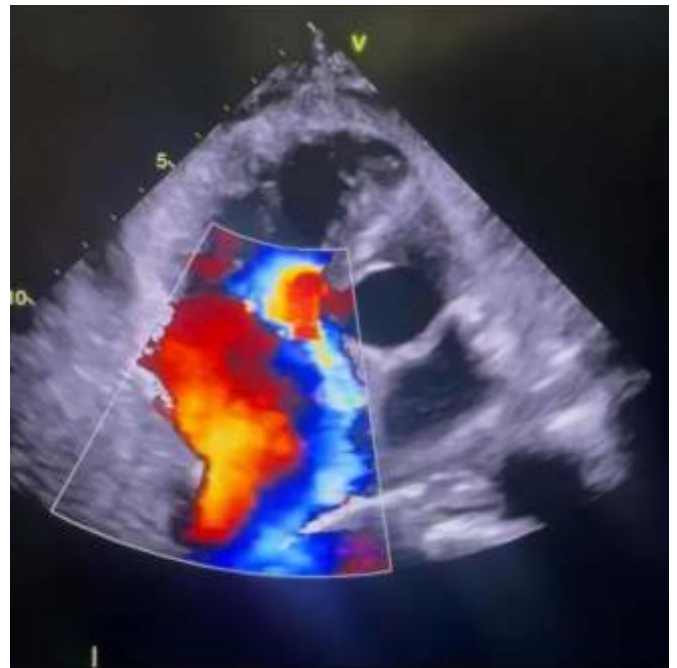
Doppler colorido evidenciando refluxo tricúspide de grau torrencial.
